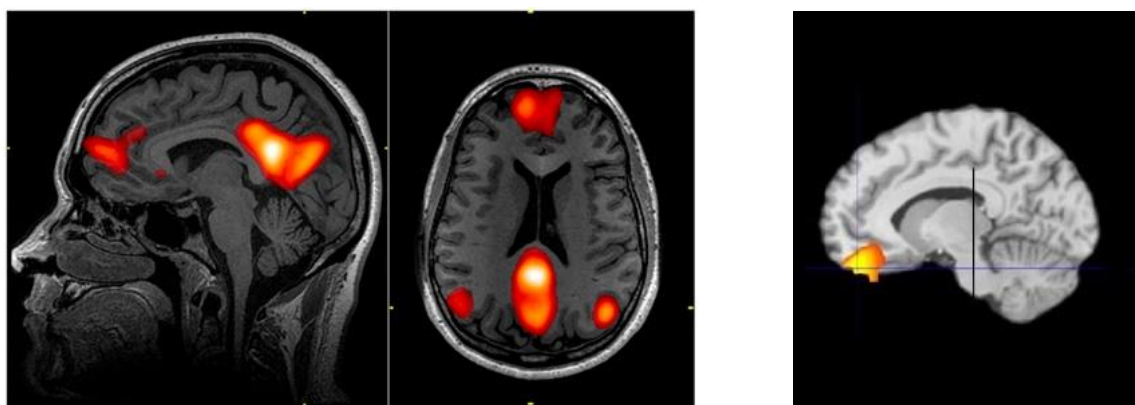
Слева: изображение дефолт системы мозга из статьи Graner, J. L., et al., 2013. *Functional MRI in the investigation of blast-related traumatic brain injury. Frontiers in neurology*, 4, 16. Справа: активность в орбитофронтальной коре, обнаруженная нами, в диапазоне альфа 2.
